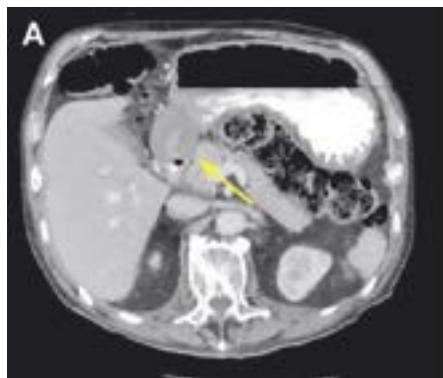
A) Computertomographischer Befund, B) endoskopischer Befund.
